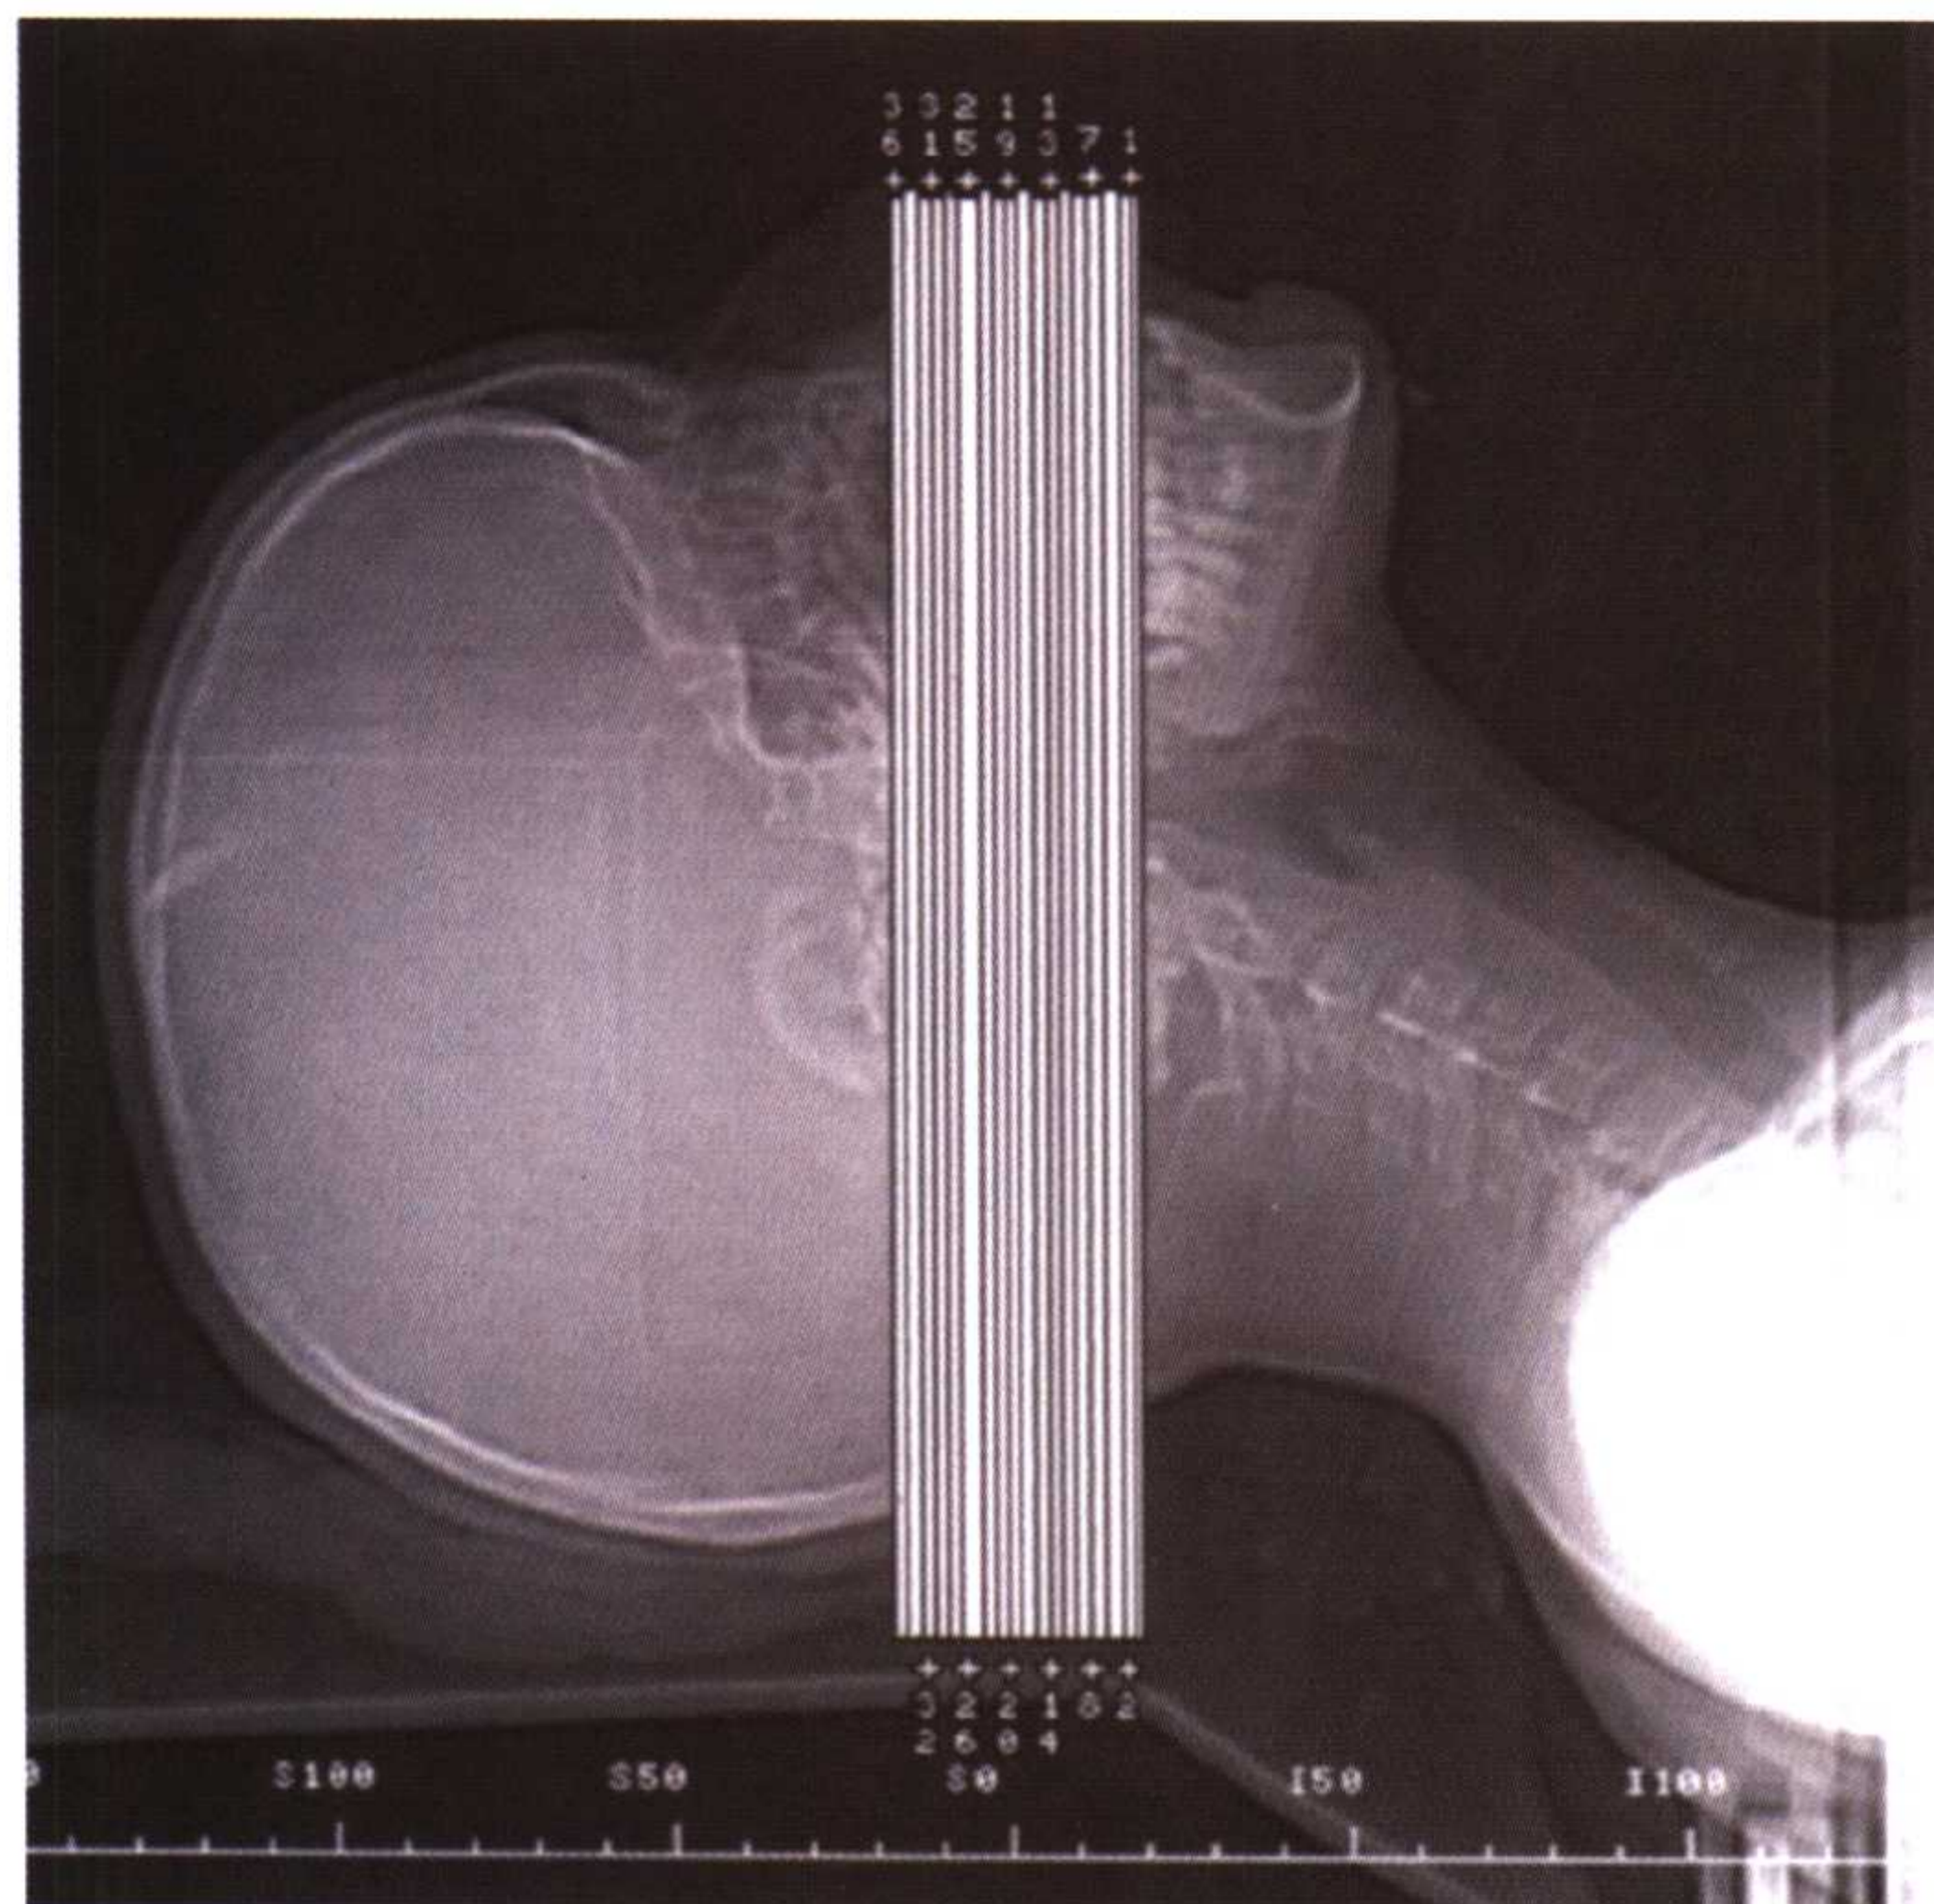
b 轴位CT扫描时，将数字化的胶片置于病人的侧面，轴向层面沿着平行于硬腭的方向进行扫描
